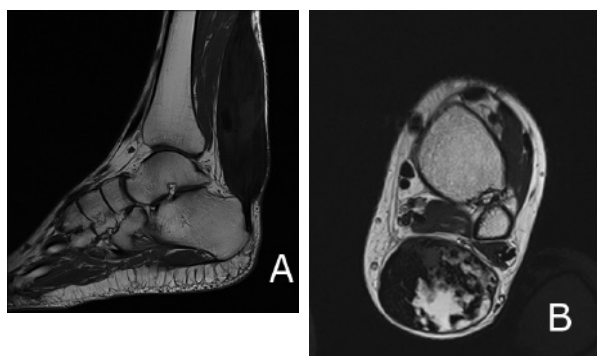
IRM des tendons achilléens
